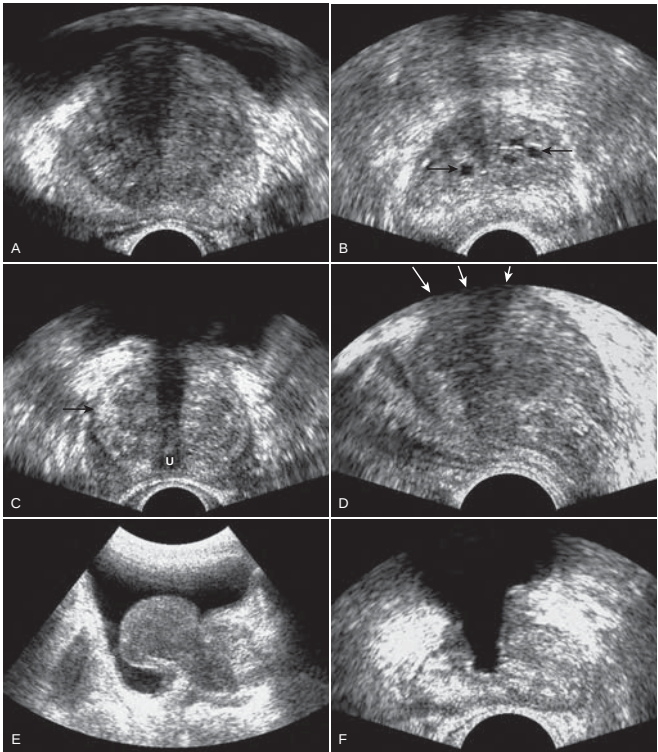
Benign prostatic hyperplasia (BPH). A, Axial view shows the greatly enlarged, slightly hypoechoic transition zone (TZ), which compresses the more echogenic peripheral zone (PZ). Their interface is the surgical capsule (*). The region inside the surgical capsule (transition zone) is also called the "inner gland" and the region outside the surgical capsule, the "outer gland," which is composed of peripheral zone plus central zone. (Peripheral zone is the "eggcup" holding the "egg" of the central gland.) B, Benign degenerative cysts in the transition zone (arrows). These have no clinical significance. The transition zone can become acoustically very inhomogeneous, making cancer diagnosis difficult. C, Heterogeneous nature of hyperplasia in the transition zone; U, urethra. Both hyperechoic (black arrow) and hypoechoic (*) areas are present. This inhomogeneity makes cancer detection difficult. D, Sagittal view shows pitfall in transrectal ultrasound (TRUS) imaging of BPH. If the field of view is not deep enough (arrows), prominent median lobe enlargement may be cut off and may escape detection. E, Transversal midsagittal scan shows obvious massive enlargement of the median lobe (ML) protruding into the bladder; P, prostate. Evaluation for symptoms of prostatism is better done transvesically than transrectally with TRUS. F, Axial view of typical transurethral resection of prostate (TURP) surgical defect (*).
